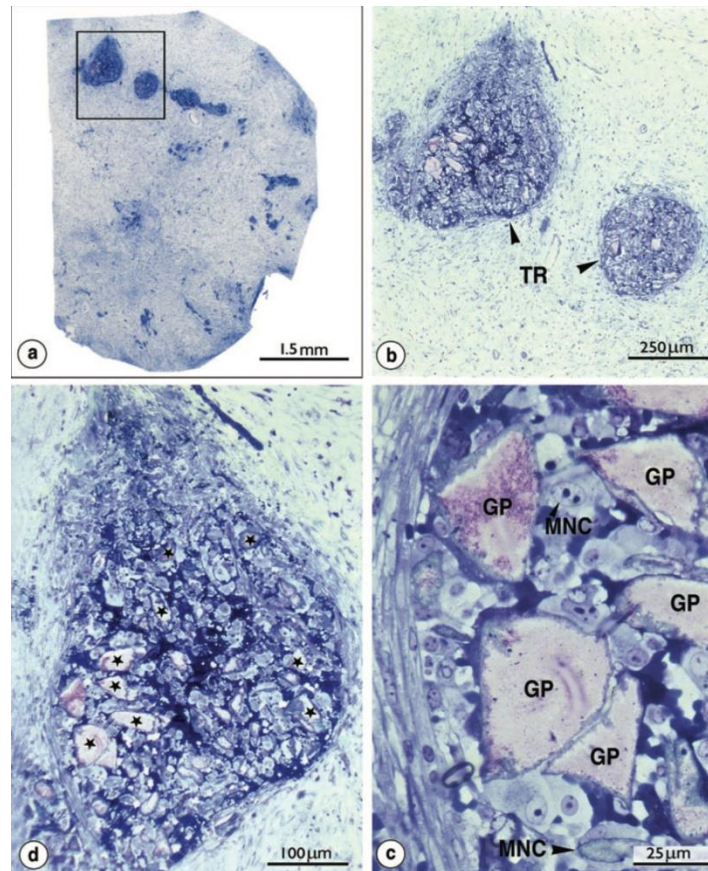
Otra de las causas de una periodontitis apical persistente son los materiales de origen vegetal que se usan en endodoncia que pueden alojarse durante y después de un tratamiento de conductos. Estos materiales que contienen celulosa, como son las puntas de papel, algodón estéril y los selladores de conductos. Estas partículas pueden ser proyectadas a los tejidos periapicales causando así un granuloma de celulosa.⁴
